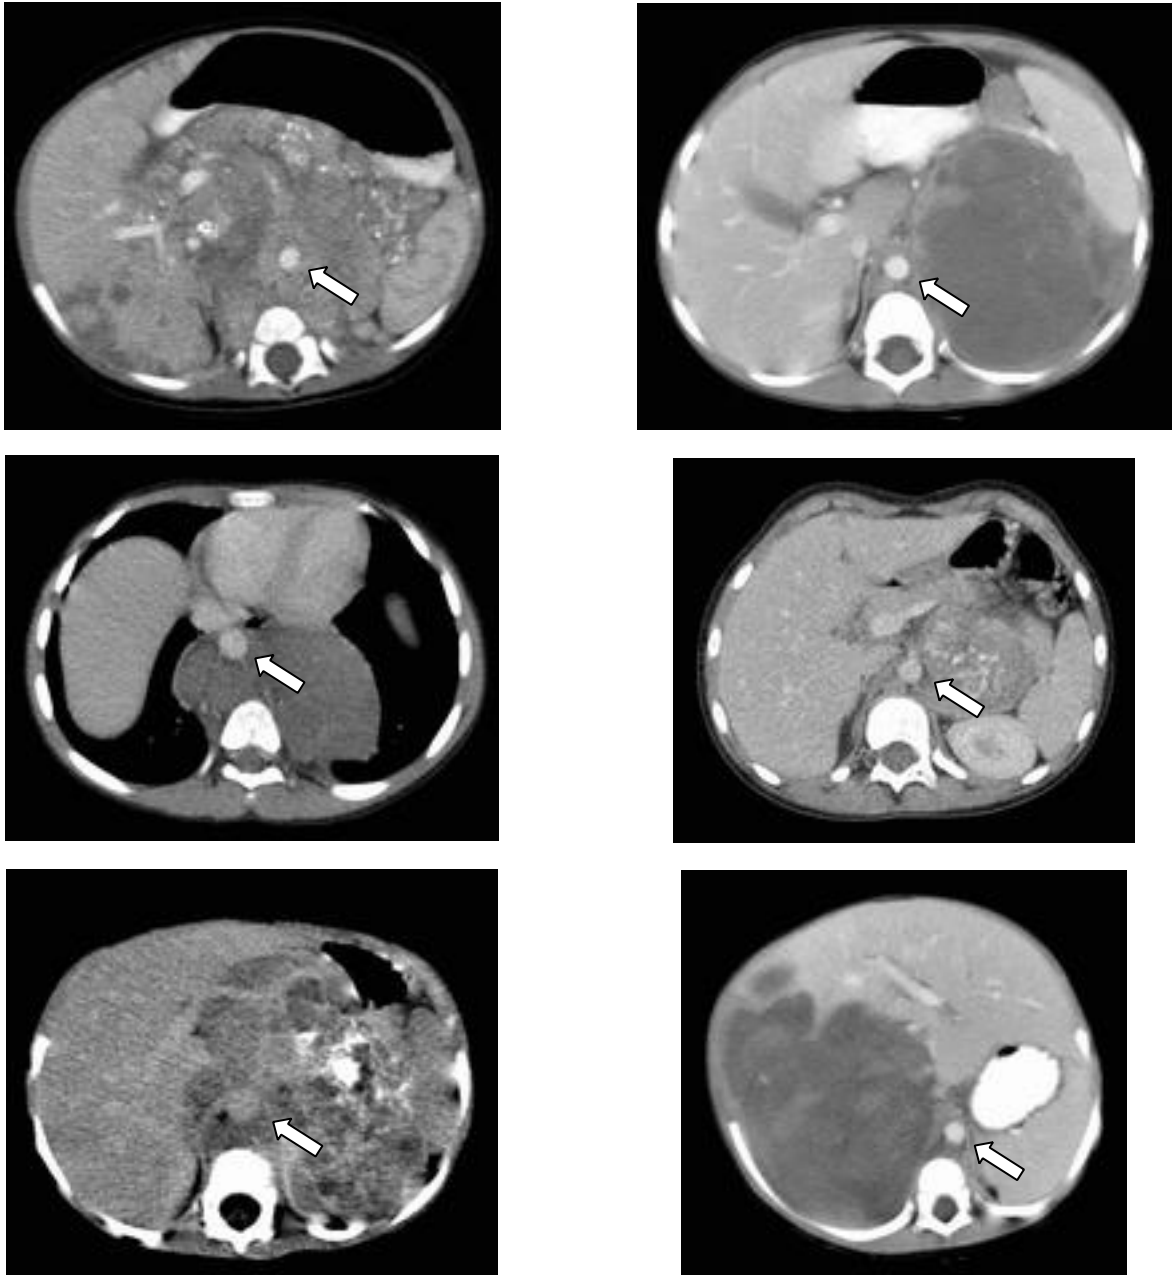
Imagem axial de tomografia computadorizada de diferentes pacientes ao nível da glândula suprarrenal, com deslocamento anterior da aorta abdominal e diagnóstico confirmado de neuroblastoma.
